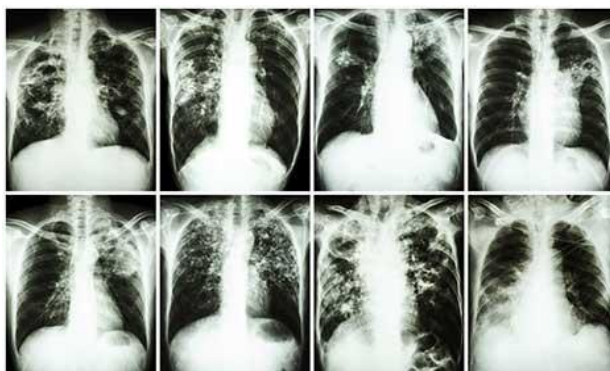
RADIOGRAPHIE PULMONAIRE [9]
